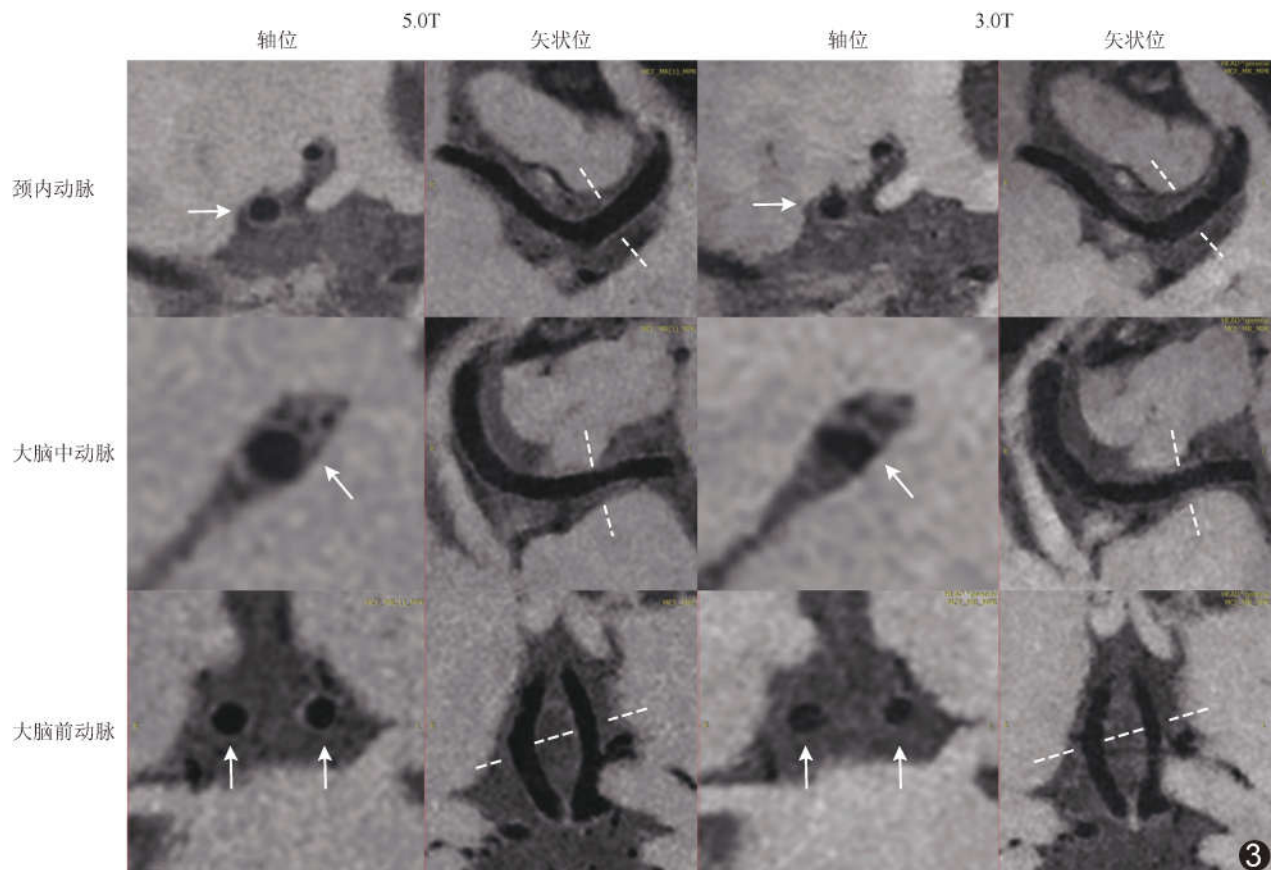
基于不同场强 MRI 以 ACS 3D 重建 VMI (箭示血管壁,虚线示轴位血管壁横断面对应位置)
